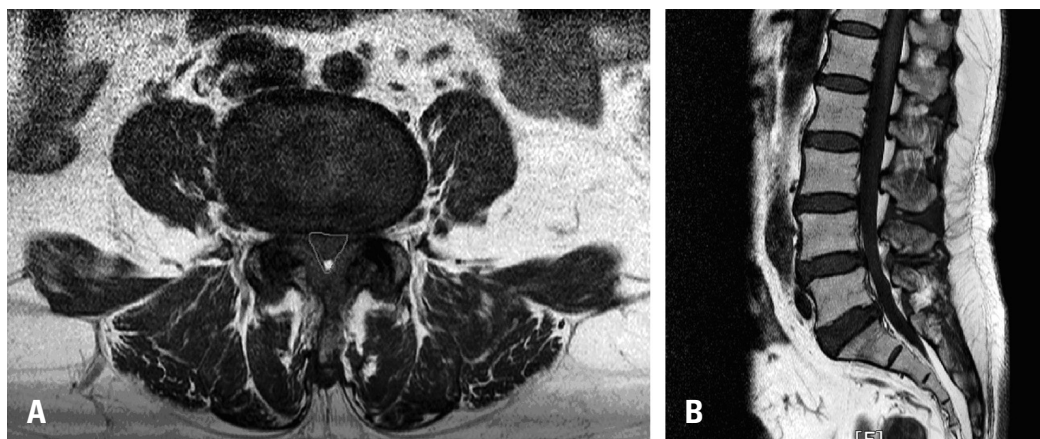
(A) We measured spinal canal dimensions using the free-line region of interest calculator in the Infinitt PACS system in axial MRI images, as shown by an inverted triangular line on the image. (B) There was no definitive disc herniation or spondylolisthesis in the sagittal MRI image. PACS, picture archiving and communication system; MRI, magnetic resonance imaging.
